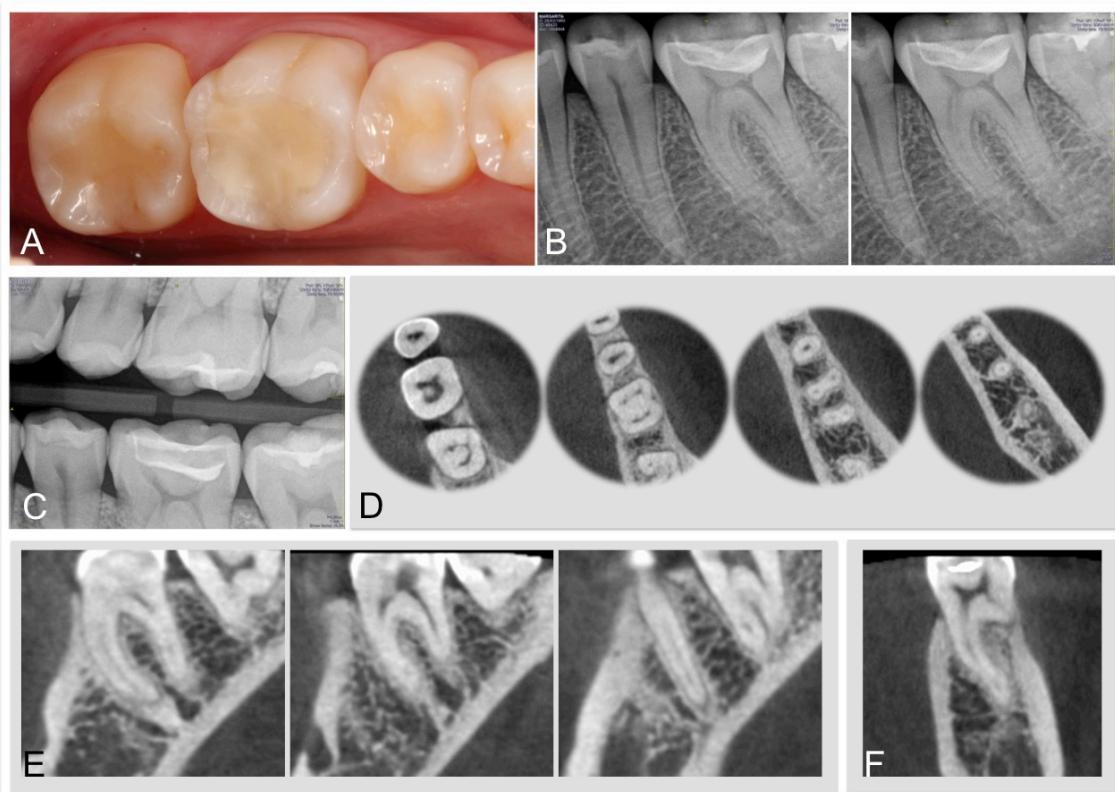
(A) Tooth # 19 with coronal restoration. (B) PA radiographs showed condensing osteitis at the periapical area of the mesial root of the left mandibular fist molar. (C) Bite-wing radiograph. The (D) axial, (E) sagittal, and (F) coronal images obtained with CBCT showed an apical lesion associated with the distal root that was not obvious on the periapical radiographs.
